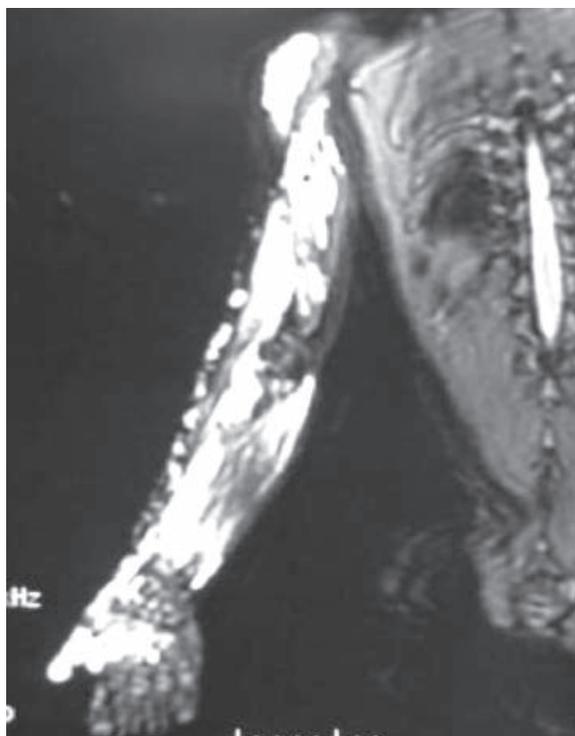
IRM du bras et du poignet en séquence T2 fat saturation mettant en évidence une malformation veineuse intramusculaire diffuse du membre supérieur "lobulée" en hypersignal T2 fat sat.
